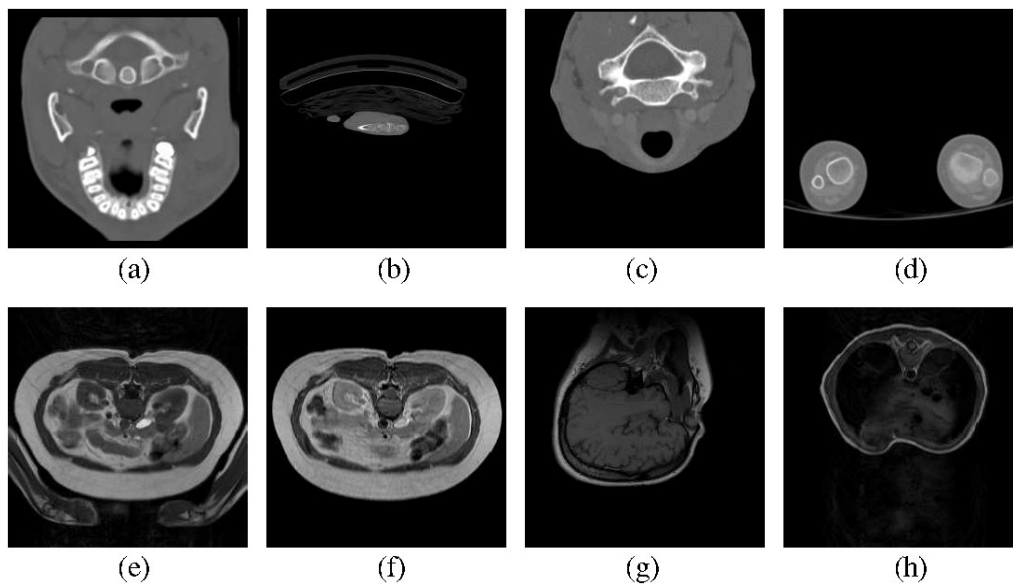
Images médicales volumique de la base E1. Première coupe de chaque pile. (a) *CT_skull* (b) *CT_wrist* (c) *CT_carotid* (d) *CT_aperts* (e) *MR_liver_t1* (f) *MR_liver_t2_el* (g) *MR_sag_head* (h) *MR_ped_chest*.
